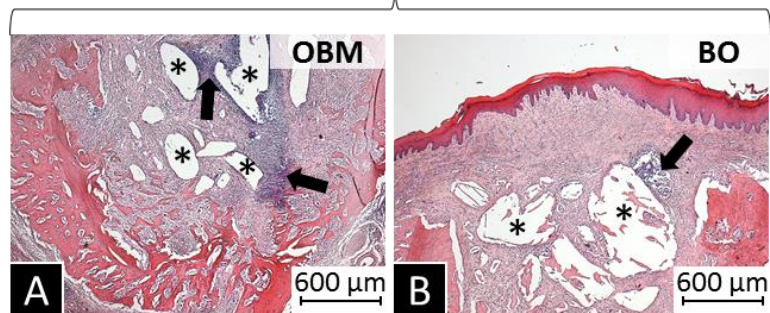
ASPECTOS HISTOLÓGICOS DO PROCESSO INFLAMATÓRIO APÓS 14 DIA DE TRATAMENTO NOS GRUPOS OBM E BO. Note remissão do processo inflamatório nos grupos CN e OBD. Áreas de pequenos infiltrados persiste associada aos biomateriais OBM e BO aos 14 dias. As setas pretas evidenciam os infiltrados inflamatórios. Percebe tecido epitelial (figura B) totalmente fechado sobre o sitio cirúrgico.
